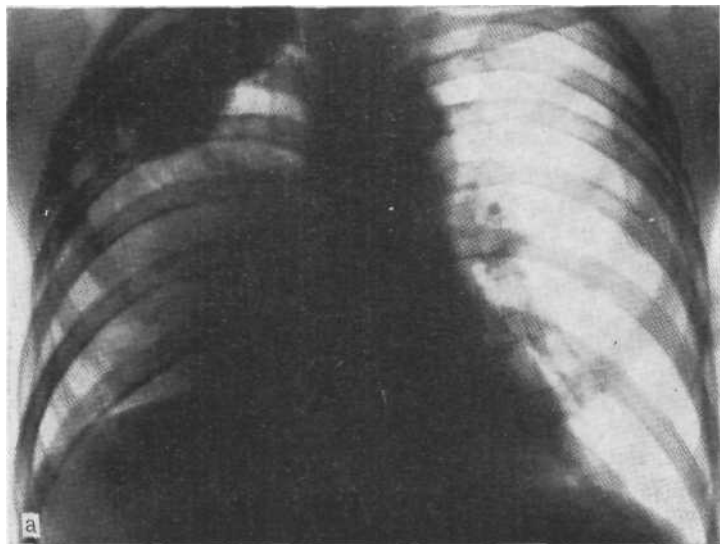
Обзорная рентгенограмма (а): два центра осумкования — «а», «б» — в хушке и в центре правого легочного поля. После неоднократных пункций с талась только верхняя сумка (б, в). Результаты пункции и положительная динамика позволили поставить диагноз осумкованного плеврита.
